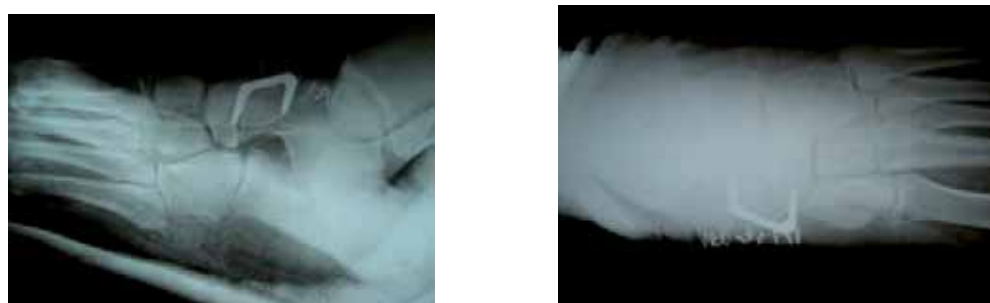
Radiografías postoperatorias de la artrodesis con autoinjerto de cresta iliaca de articulación astragaloescafoidea.
